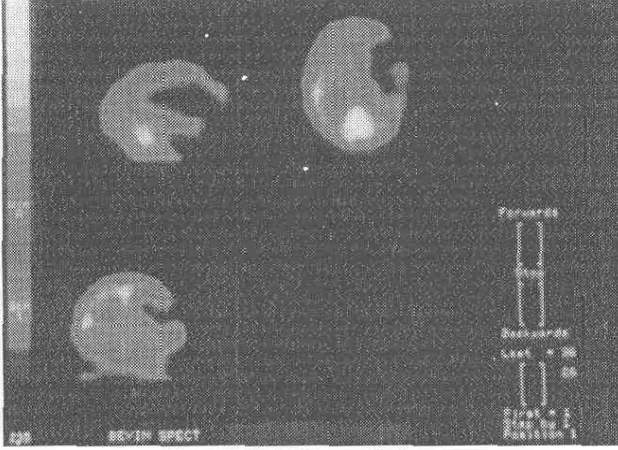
Aynı hastanın SPECT'i ise sol frontotemporo-parietalde hipoperfüzyon belirledi
